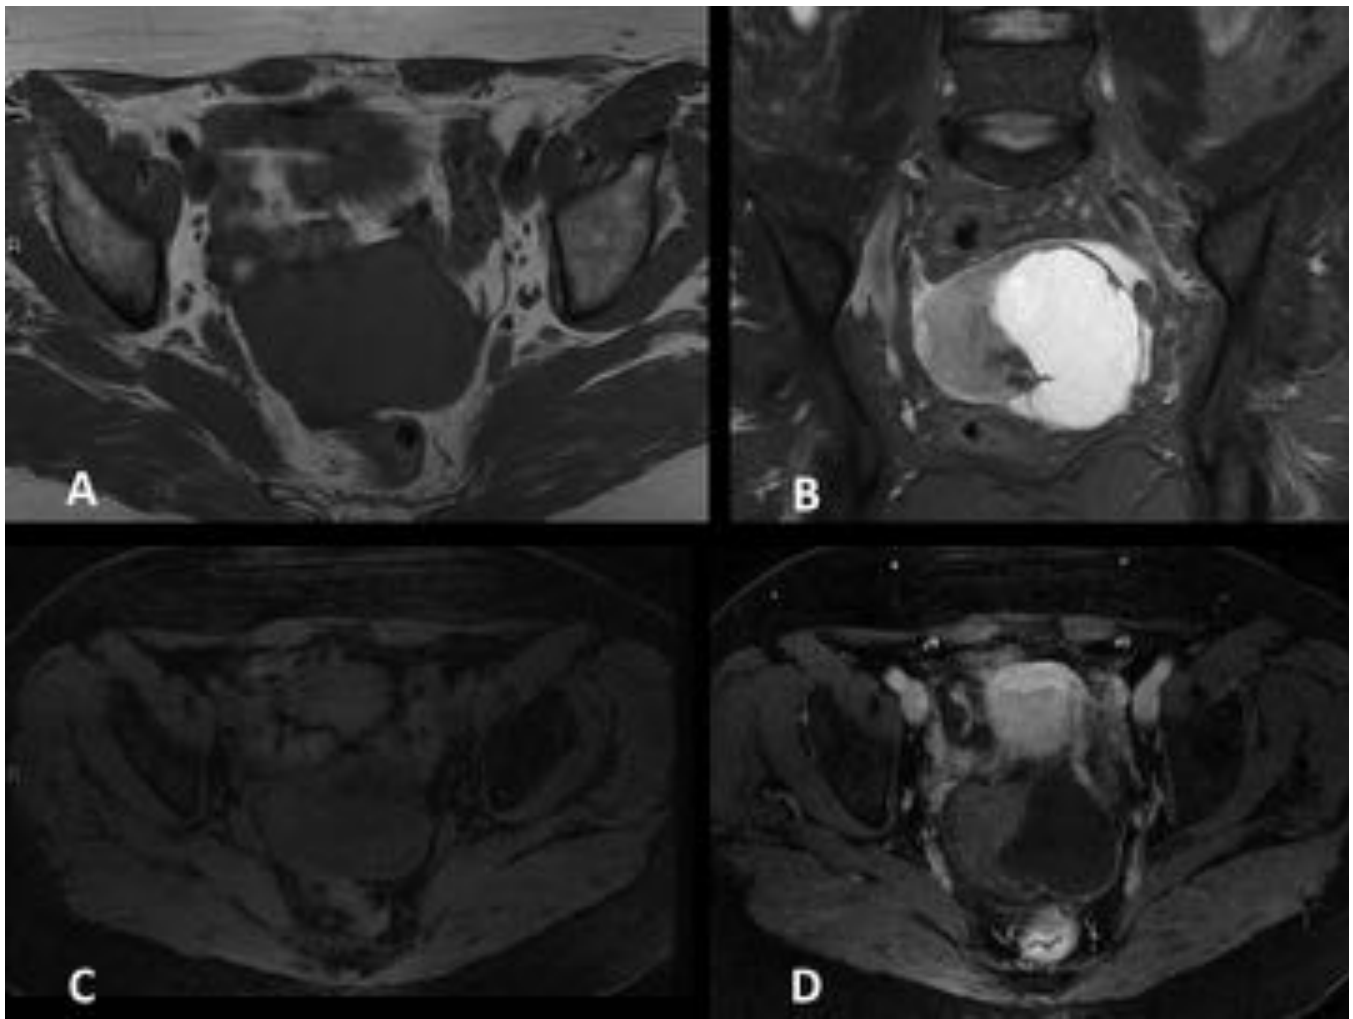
Fibroma ovárico. RM FSE-T2 en plano axial (A) y sagital (B). Lesión derecha de origen en ovario derecho, bien definida, marcadamente hipointensa en secuencias potenciadas en T2.
